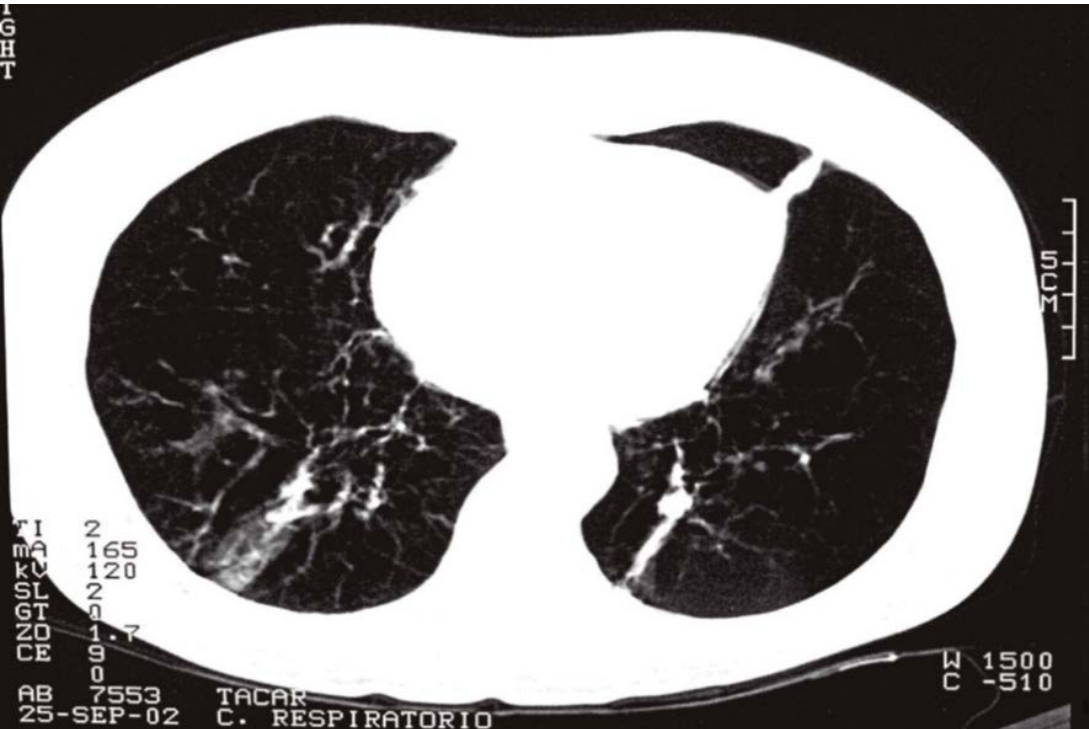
TC de tórax de paciente com enfisema pulmonar causado por grave deficiência de alfa-1 antitripsina (forma homozigótica PI*ZZ) mostrando enfisema panlobular bilateral característico, com predomínio em bases pulmonares. Imagem cortesia de F Casas-Maldonado.
